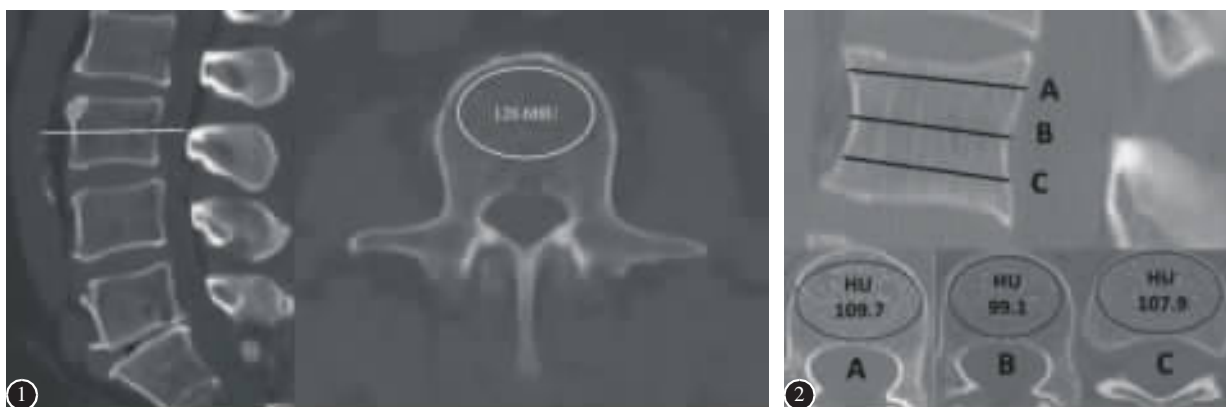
^[29] 左图表示在三维重建 CT 图像中选择 L3 椎体中层轴位,右图显示中层轴位上 ROI 的放置及使用 PACS 系统自动计算 ROI 内平均 HU 值 图 2^[24] 上图表示三维重建 CT 图像中选择某一椎体 A、B、C 三层轴位,分别是上终板的下一层、椎体中间层、下终板的上一层;下图分别表示三层轴位上感兴趣区(ROI)的放置及使用 PACS 系统自动计算 ROI 内平均 HU 值
